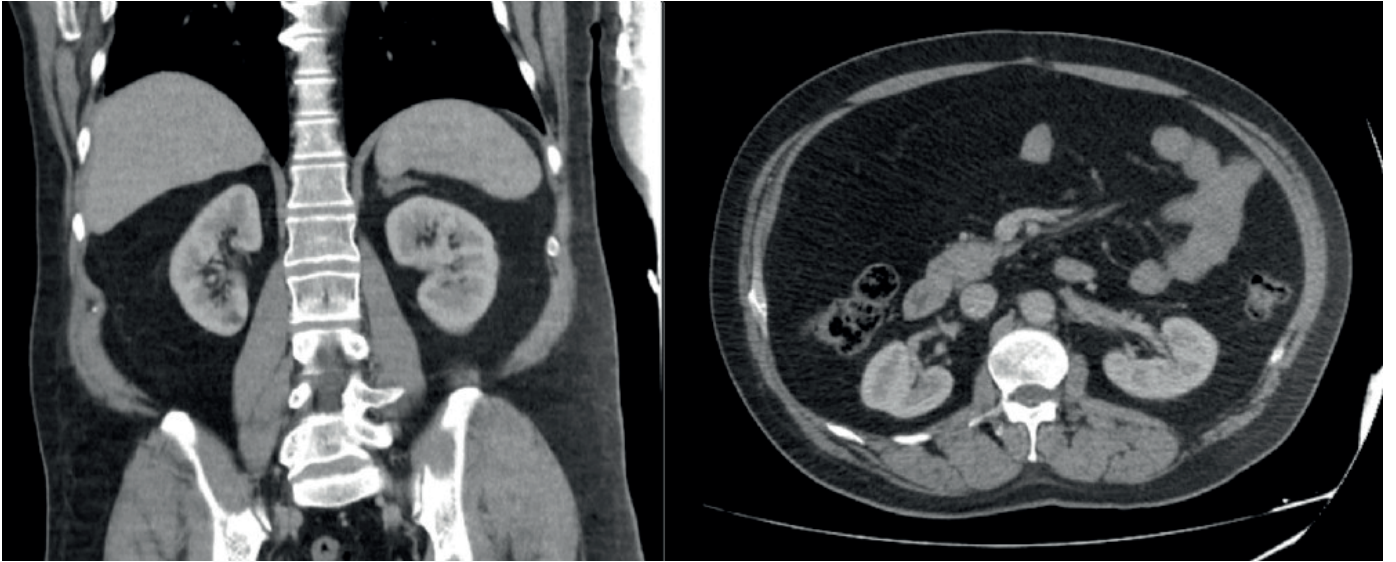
Operasyon sonrası 6. ayda çekilen dev kistik feokromasitoma kitlesinin başarılı rezeksiyonunu gösteren manyetik rezonans görüntüleri
